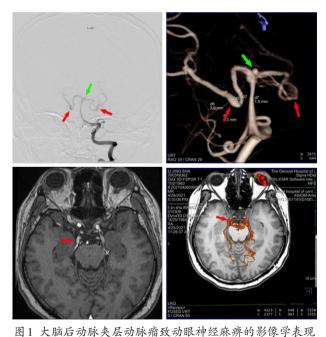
入個名切於天层切於獨致切眼神经縣辨的形像字表现 A. 左側椎动脉造影,红色↑示双侧大脑后动脉夹层动脉瘤,绿色红 色↑示基底动脉顶端动脉瘤;B. 3D-DSA,红色↑示双侧大脑后动 脉夹层动脉瘤,绿色↑示基底动脉顶端动脉瘤,其中右侧大脑后动 脉夹层动脉瘤迂曲、延长、扩张;C. MRI,红色↑示右侧动眼神经, 较对侧纤细,桥池段周围血管贴行并跨行,血管束缚可能;D. 3D-DSA/MRI 多模态融合影像,直观地观察到动眼神经走行与双侧大 脑后动脉夹层动脉瘤的毗邻解剖关系,判断右侧动眼神经麻痹与 右侧大脑后动脉P2段迂曲、延长、扩张的夹层动脉瘤(红色↑示)及 其搏动刺激有关
